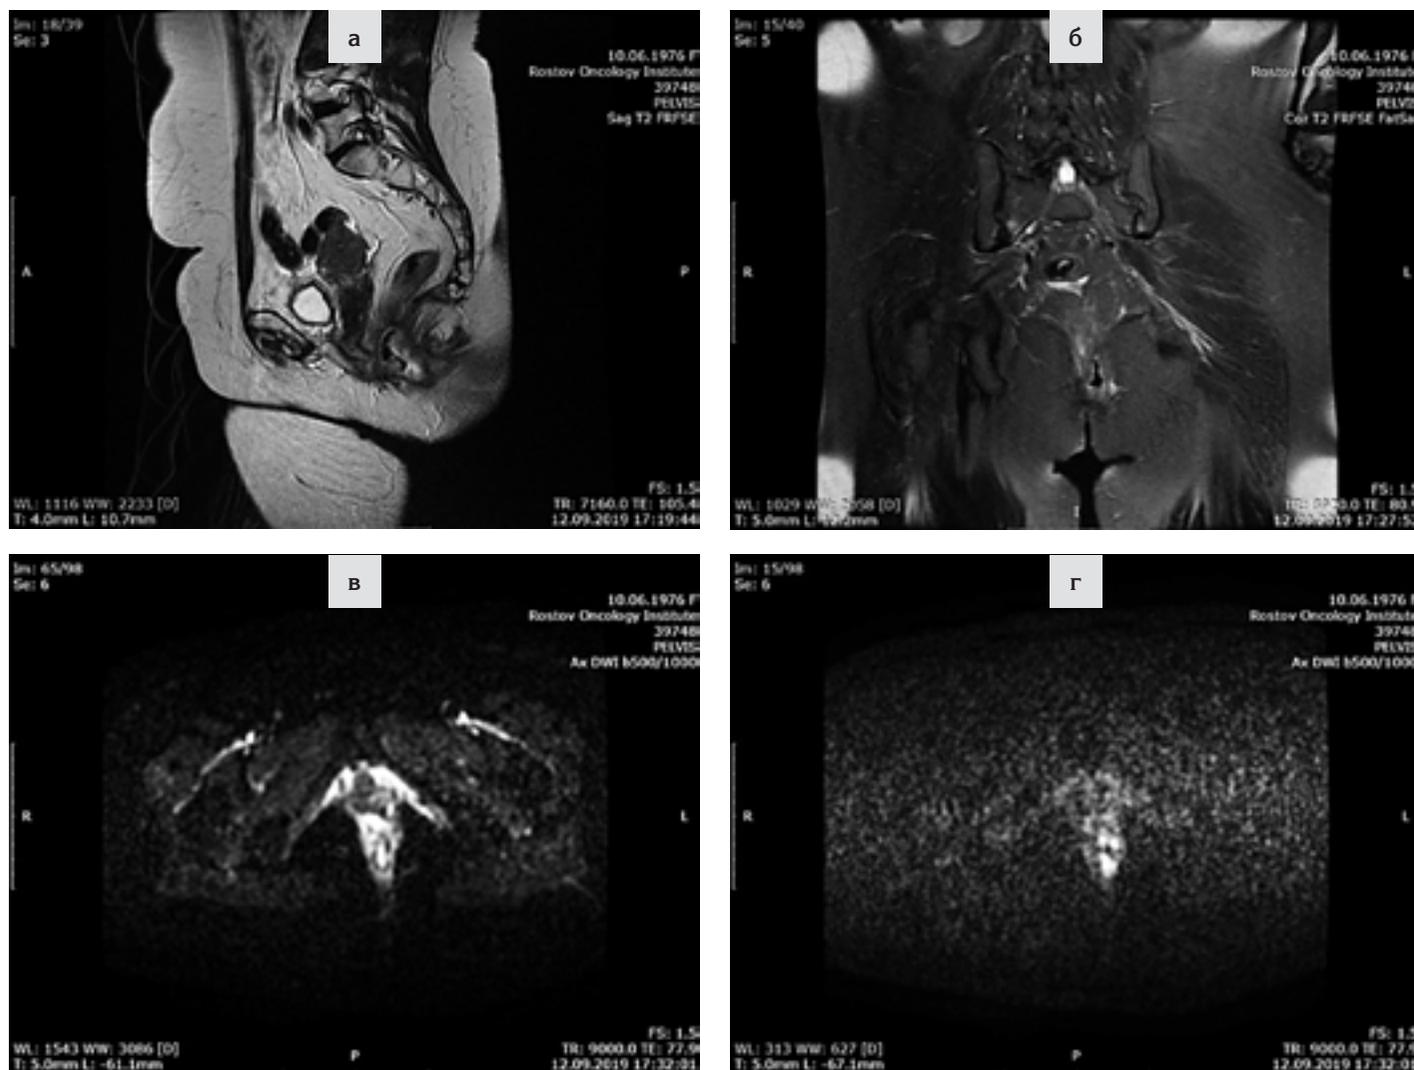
МР-семиотика карциномы анального канала: а — на T2ВИ сигнал от опухоли умеренно гиперинтенсивный относительно скелетных мышц; б — на FatSat сигнал от опухоли также гиперинтенсивен; в, г — диффузно-взвешенные изображения (DWI) с диффузионным фактором 500 и 1000 с/мм², сигнал от опухоли гиперинтенсивный, ADC 0,0008—0,0009 мм²/с. Верификация №88661—64/19. В биоптате — умеренно дифференцированная (G2) плоскоклеточная карцинома с признаками ороговения, без подлежащей ткани.
